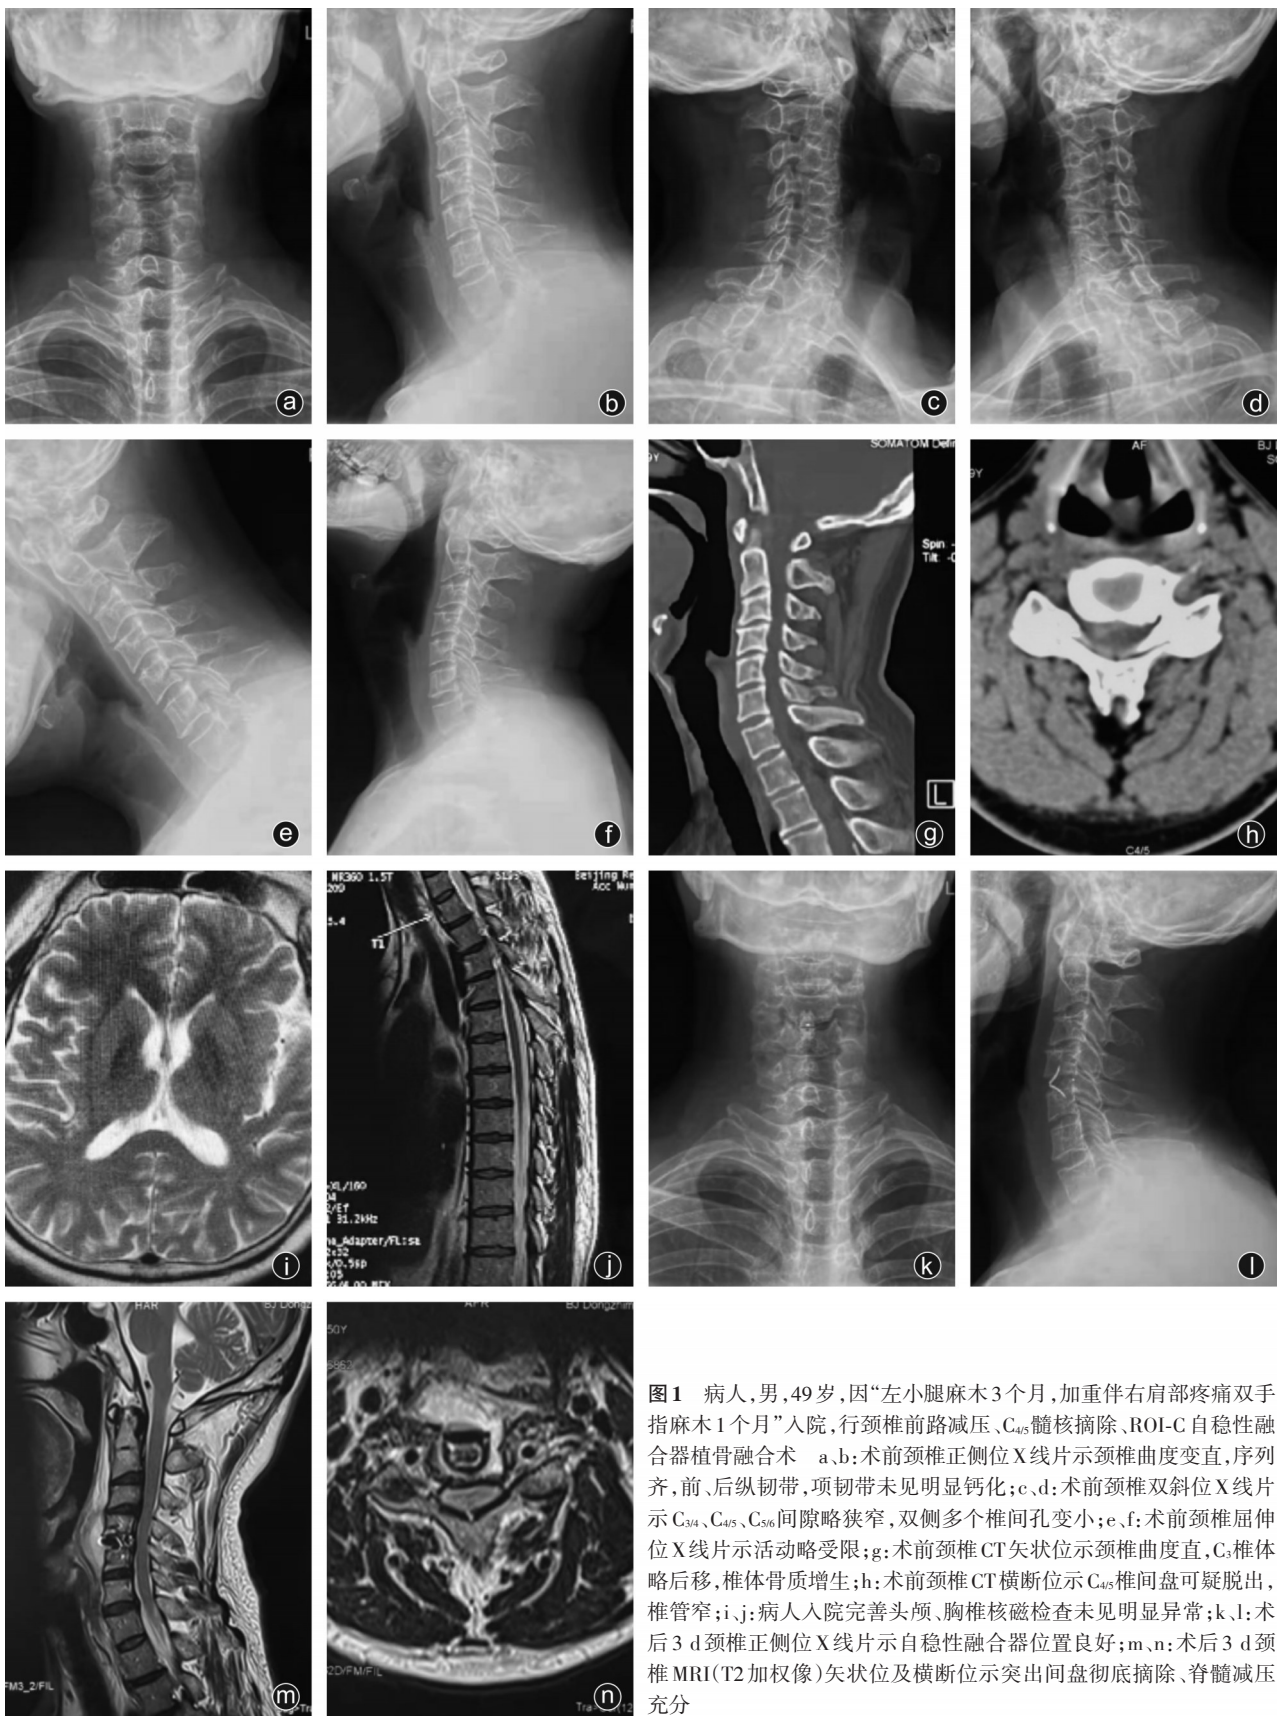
病人,男,49岁,因“左小腿麻木3个月,加重伴右肩部疼痛双手手指麻木1个月”入院,行颈椎前路减压、C_{4/5}髓核摘除、ROI-C自稳性融合器植骨融合术 a、b:术前颈椎正侧位X线片示颈椎曲度变直,序列不齐,前、后纵韧带,项韧带未见明显钙化;c、d:术前颈椎双斜位X线片示C_{3/4}、C_{4/5}、C_{5/6}间隙略狭窄,双侧多个椎间孔变小;e、f:术前颈椎屈伸位X线片示活动略受限;g:术前颈椎CT矢状位示颈椎曲度直,C₃椎体略后移,椎体骨质增生;h:术前颈椎CT横断位示C_{4/5}椎间盘可疑脱出,椎管窄;i、j:病人入院完善头颅、胸椎核磁检查未见明显异常;k、l:术后3 d颈椎正侧位X线片示自稳性融合器位置良好;m、n:术后3 d颈椎MRI(T₂加权像)矢状位及横断位示突出间盘彻底摘除、脊髓减压充分
